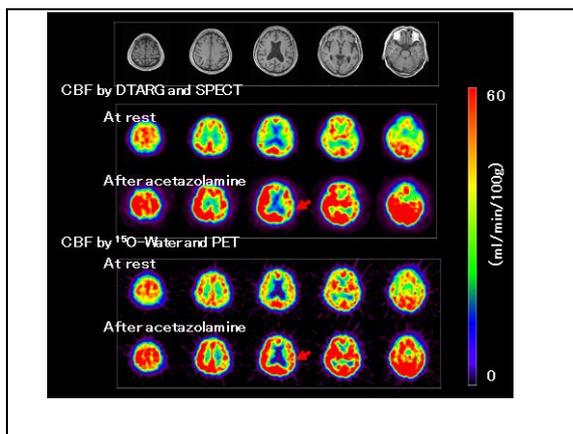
軽度リスクを認める症例の安静時および Diamox 負荷後の局所脳血流量画像の比較。上段：T1 強調 MRI 画像、中段：QSPECT-DTARG 法による安静時および Diamox 負荷後の局所脳血流量画像、下段：0-15 水 PET による安静時および Diamox 負荷後の局所脳血流量画像
